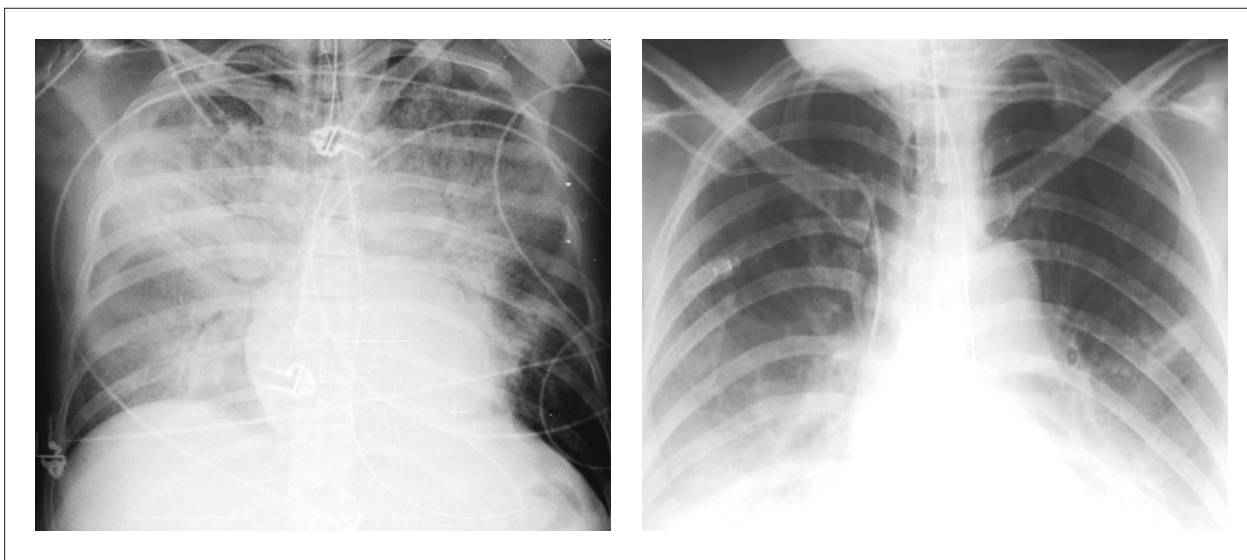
Radiografía de tórax, cuando del ingreso a la UCI (a la izquierda) muestra opacidades alveolares bilaterales que revelan edema pulmonar cardiogénico. Radiografía al 4º día (a la derecha) con resolución del cuadro.
